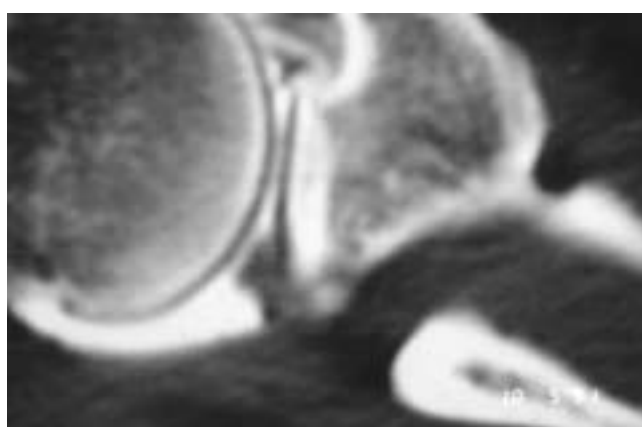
CT-scan avec modification du bord postérieur de la glène.
